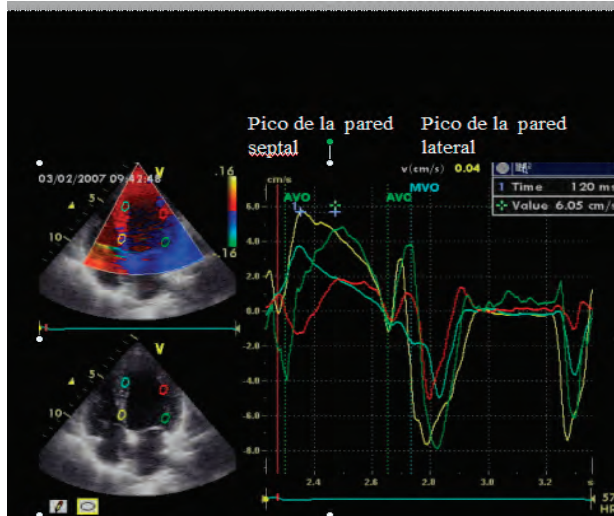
Velocidad del Doppler tisular obtenido de la pared septal y lateral. Por las dificultades para determinar el comienzo de la S, es mejor entonces mejor considerar el pico.
